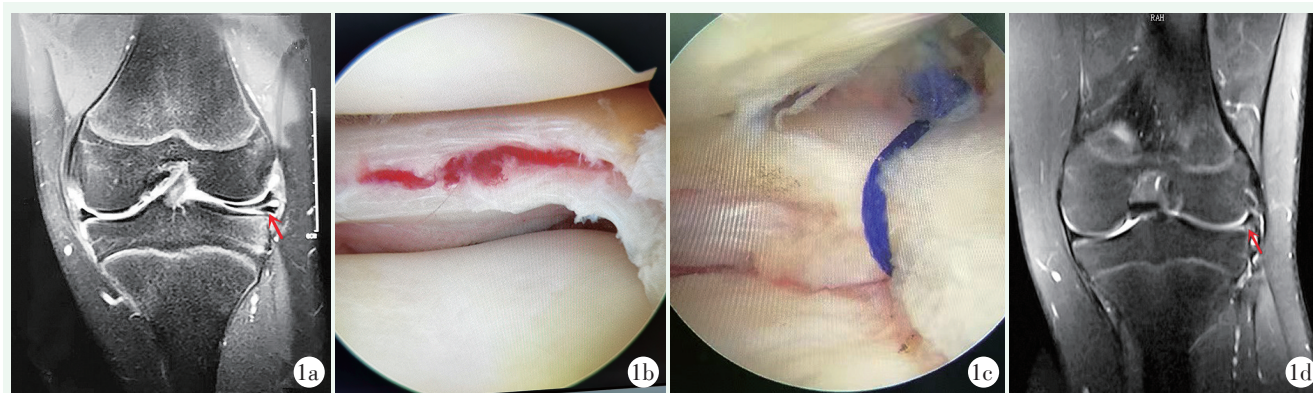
患者,男,15岁,左膝扭伤后疼痛,交锁3个月余,诊断:左膝外侧半月板撕裂,行镜下外侧半月板缝合钩缝合 1a:半月板术前MRI示外侧半月板III度异常信号 1b:镜下清创后,清楚显露外侧半月板腓肌腱裂孔区水平分层撕裂 1c:镜下缝合钩缝合,导入缝线,收线后打结完成水平分层撕裂的捆扎缝合 1d:末次随访时MRI T2像显示外侧半月板体部形态正常,高信号影消失
